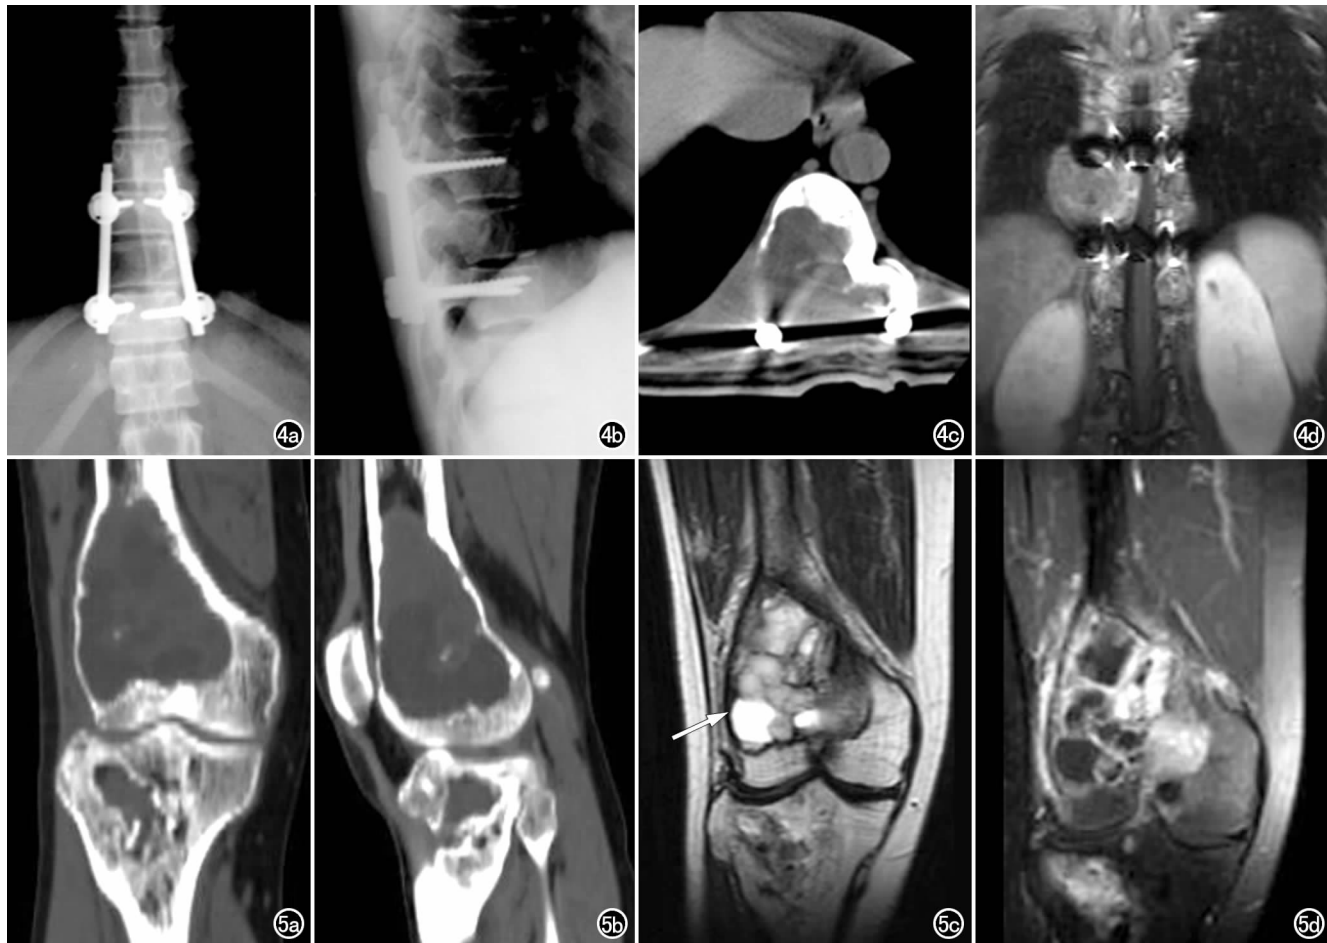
Th₁₀椎体骨巨细胞瘤术后3个月,出现下肢麻木无力。a) X线正位片;b) X线侧位片,显示Th₁₀椎体术后,可见内固定支架;c) CT平扫虽然有内固定金属伪影,仍可显软组织肿块及其与椎管关系;d) MRI冠状面增强显示异常强化软组织肿块,椎管脊髓受压。图5 10年前行胫骨近段骨巨细胞瘤局部刮除植骨术,3年前出现膝关节疼痛未重视。a) CT重建正位片;b) CT重建侧位片,均显示股骨下段膨胀性破坏及胫骨上段移植骨吸收局部软组织肿块;c) MRI冠状面T₂WI示股骨下段及胫骨上段病灶为混杂信号,呈多囊卵石状(箭);d) MRI冠状面增强显示股骨下段及胫骨上段病灶内实质部分不均匀强化。
